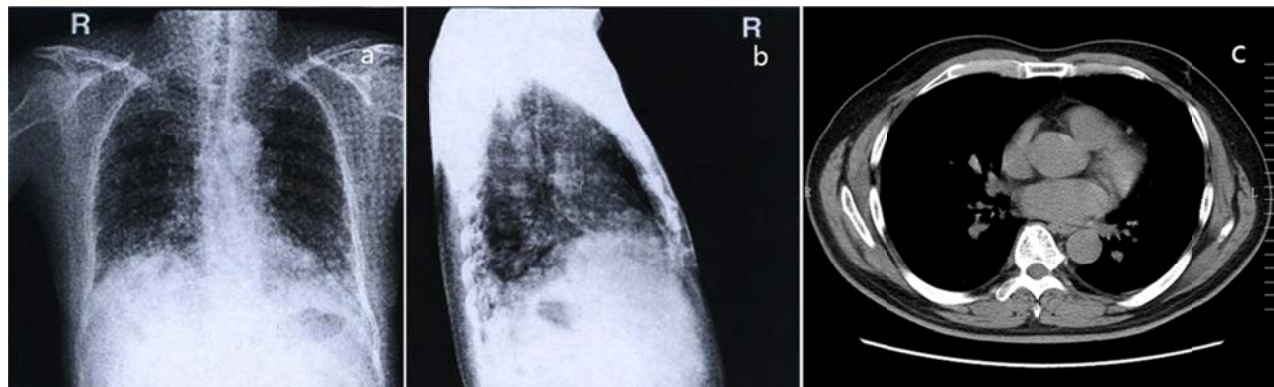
(a, b) 入院时胸部 X-光照相, 两侧肺下叶可见多发性结节状阴影, 边缘模糊, 密度均匀; (c) 胸部-CT, 在两肺下叶可见大量小颗粒状结节, 黑色素瘤病灶。
